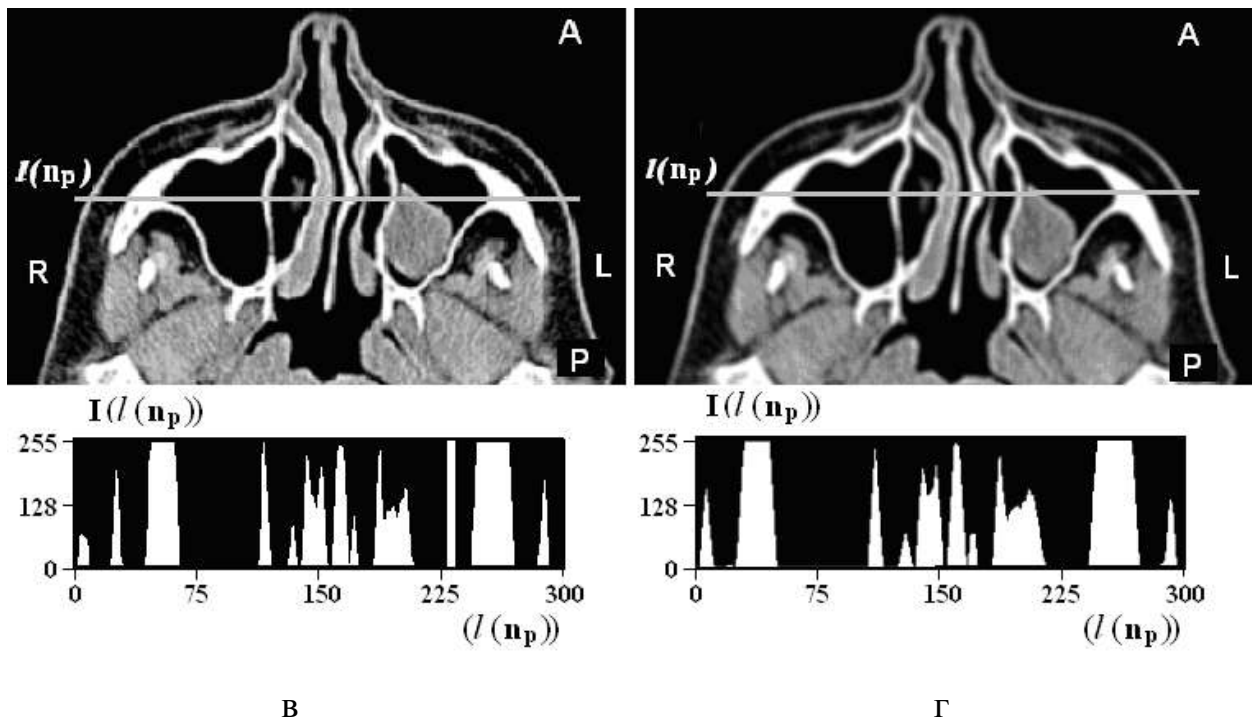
Томографічні зображення з позначеними профілями інтенсивності  $I(l(n_p))$ , наведеними в нижній частині рисунка: для медіанної фільтрації з апертурою вікна  $p = 1$  (а) і  $p = 2$  (б); в – для Гаусової фільтрації з маскою  $A_4$ ; г – для усереднюючої фільтрації з маскою  $A_2$
